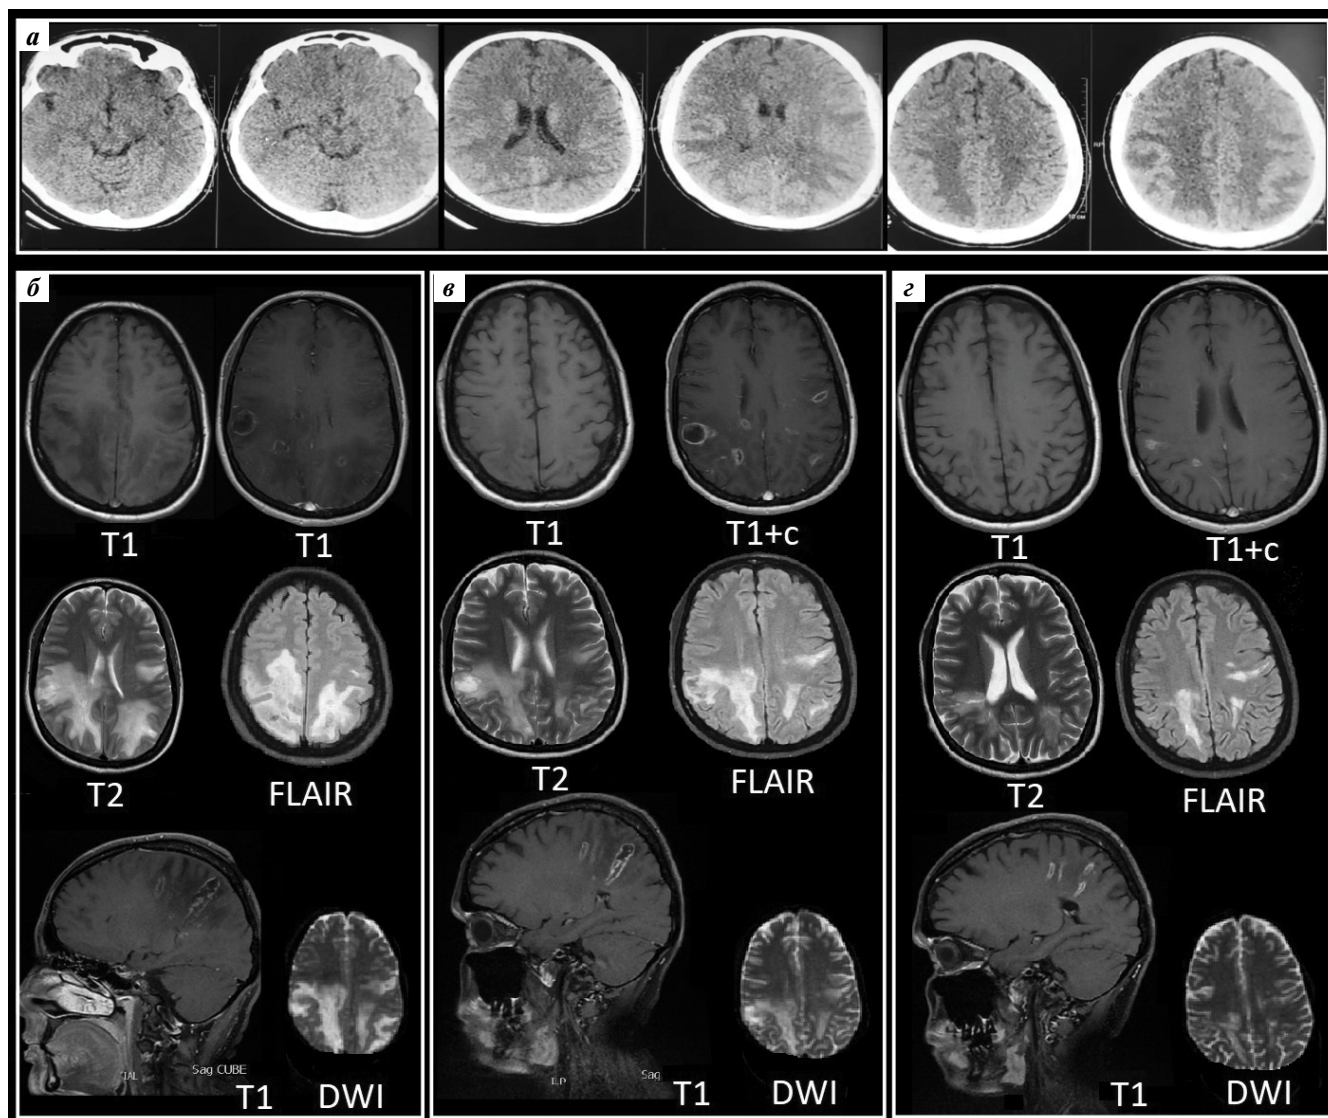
Компьютерная томография головного мозга (а) и магнитно-резонансная томография головного мозга в динамике (б–е) пациентки С. Пояснения в тексте
